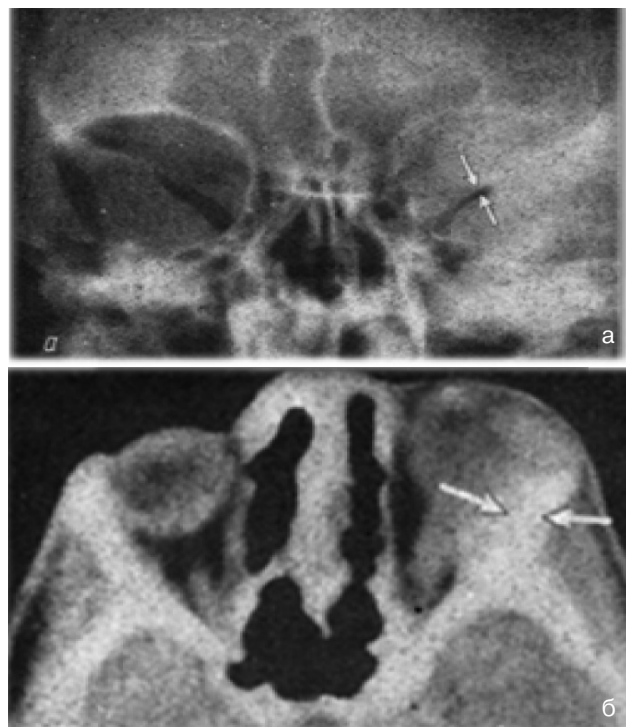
Плаский гіперостоз та склероз з переважним поширенням в орбіту при менингіомі крил клиноподібної кістки. Визначається звуження верхньої орбітальної щілини, перекіс клиноподібного підвищення (а — РГ) та екзофтальм (б — КТ). Діагноз встановлено через 3 роки після клінічних проявів диплопії та екзофтальму
